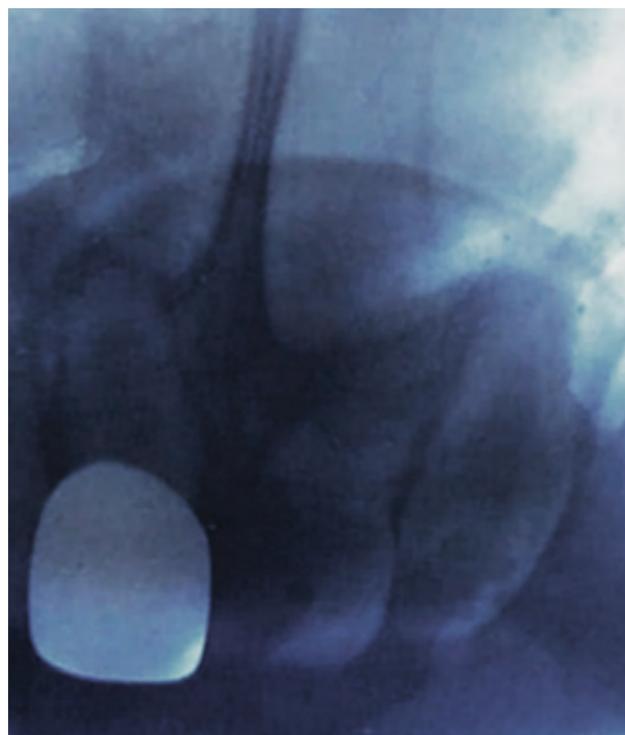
Radiografía periapical.
